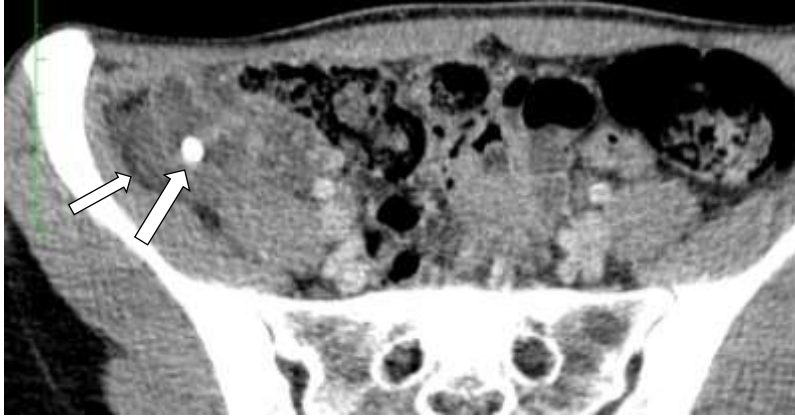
Aksiyal düzlem BT kesitinde postileal yerleşimli enflamasyonlu appendix vermiformis (ok)
